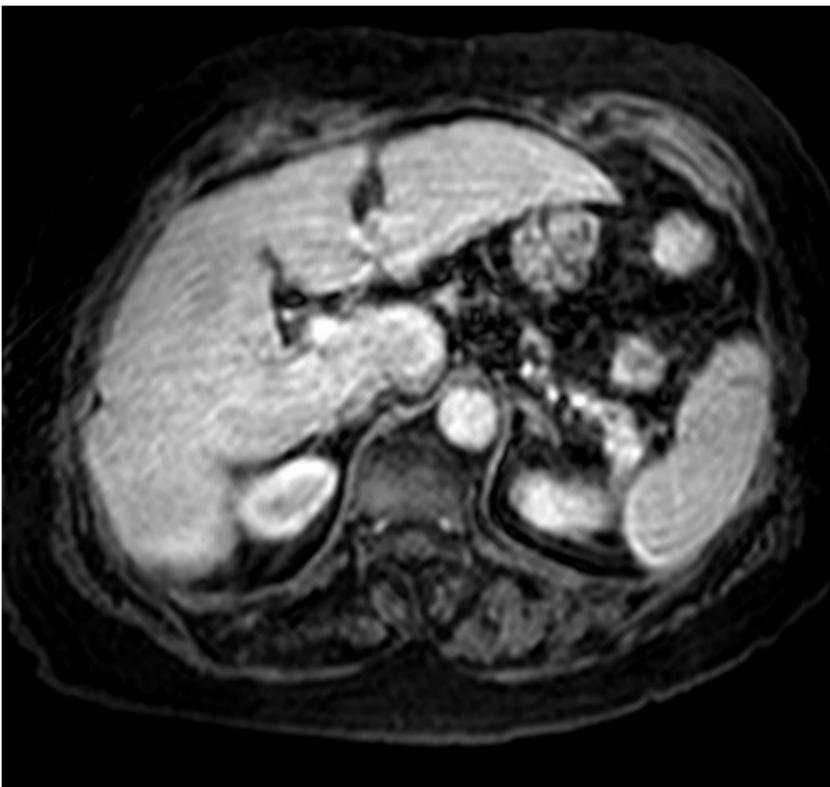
RM Fase equilibrio
